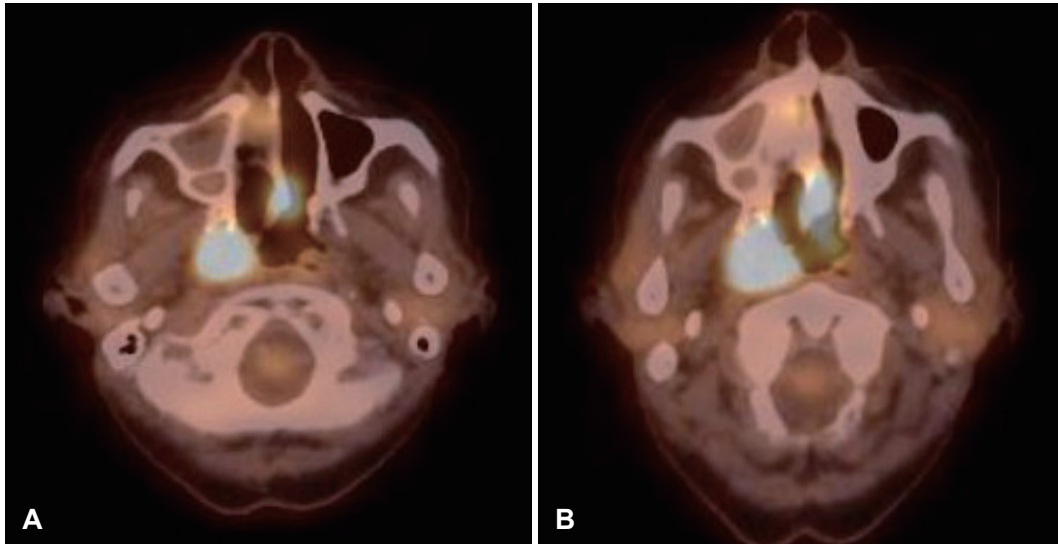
The pre-treatment PET-CT images. A: Hypermetabolic lesions involving the nasal cavity and masticator space were observed. B: Hypermetabolic lesion wide filling the nasopharyngeal space was observed.
